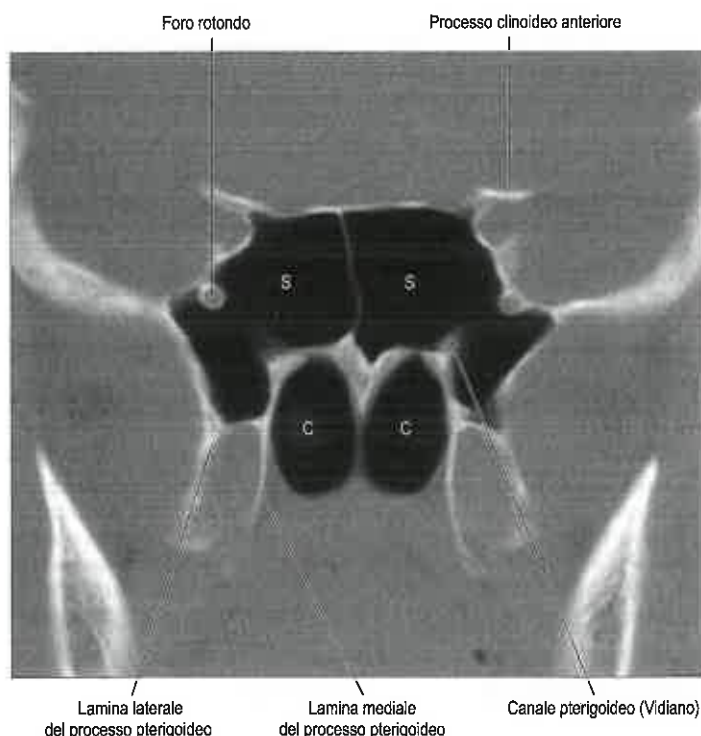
Scansione TC coronale che mostra il seno sfenoidale. Abbreviazioni: C, coane; S, seno sfenoidale.
